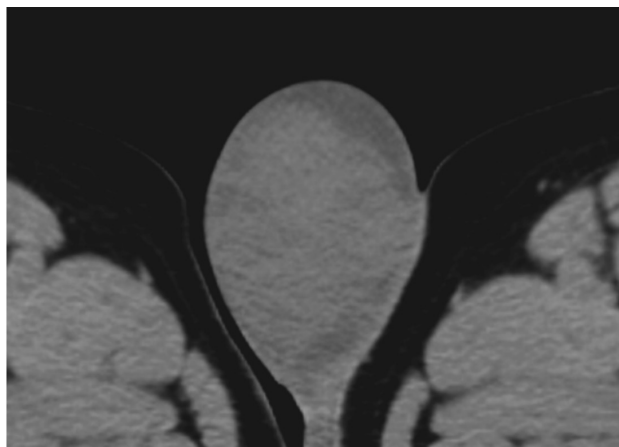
Abdominal CT shows that the swollen right testis has a heterogeneous density area surrounding a hydrocele testis.
